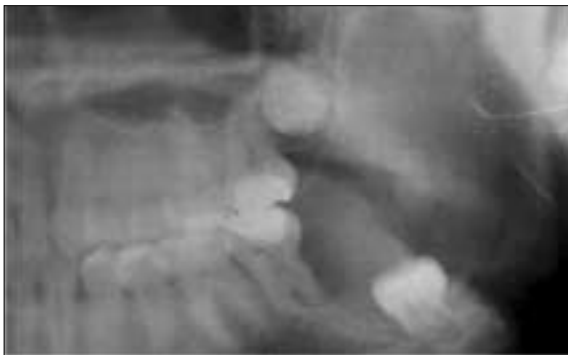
Panoramic radiograph shows a large cyst in the mandibular left ramus.
